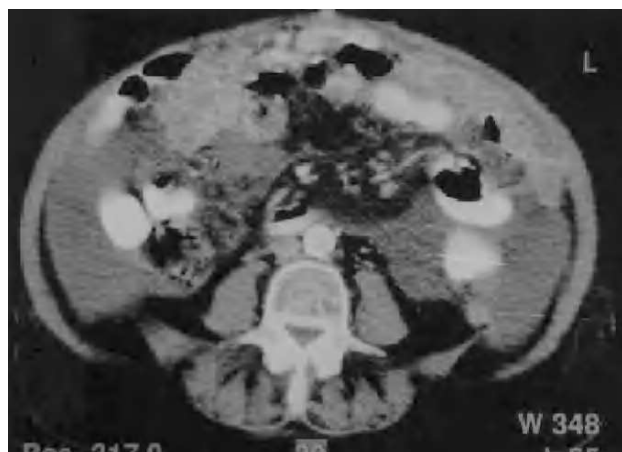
Tomografía computarizada: lesión tumoral en colon derecho con infiltración metastásica peritoneal y ascitis neoplásica.
